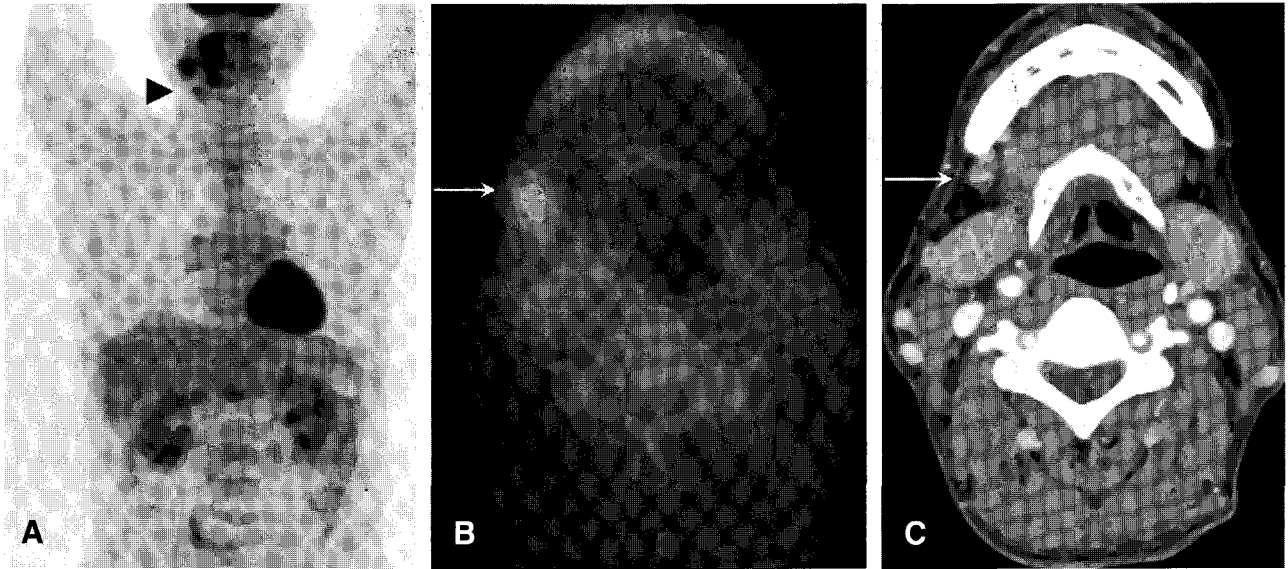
A 57 year-old man with right tongue cancer. (A) The FDG uptake in the right cervical lymph node level IB was higher than liver uptake (grade 3) (arrowhead) in projection image. (B) Axial image of F-18 FDG PET/CT showed increased FDG uptake (max SUV 2.97) (white arrow) in the right cervical lymph node level IB. (C) Enhanced CT showed a benign looking lymph node (white arrow) in the same lymph node level. The size was 8 mm. This node was found to contain metastatic squamous cell carcinoma.
